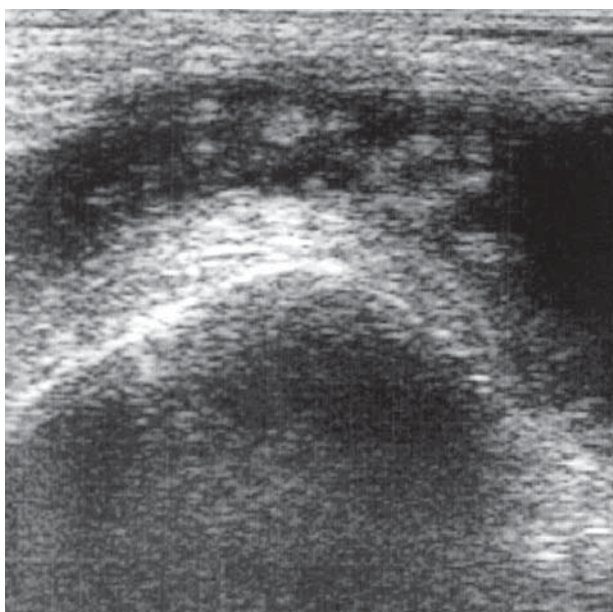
Ecografia bursei suprarotuliene. Secțiune transversală. Sinovită vilonodulară.
